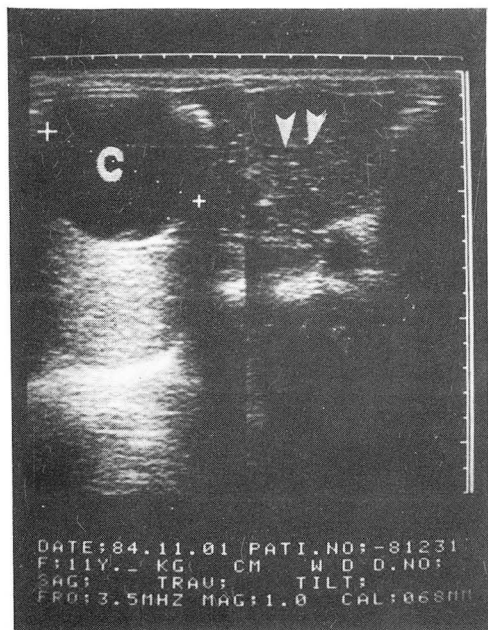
Ultrasound study. Choledochal cyst with 7cm diameter(C) in hilum of liver. Minimal dilatation of intrahepatic duct (arrows) is noted.
